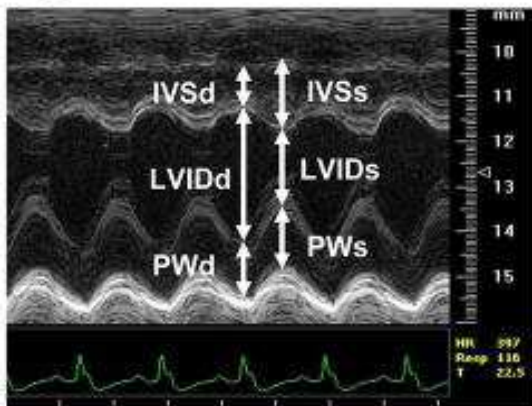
Imatges de les mesures ecocardiogràfiques en ratolí. Imatge representativa presa en mode M amb les indicacions per a la mesura de paràmetres per a avaluar la funció sistòlica.
